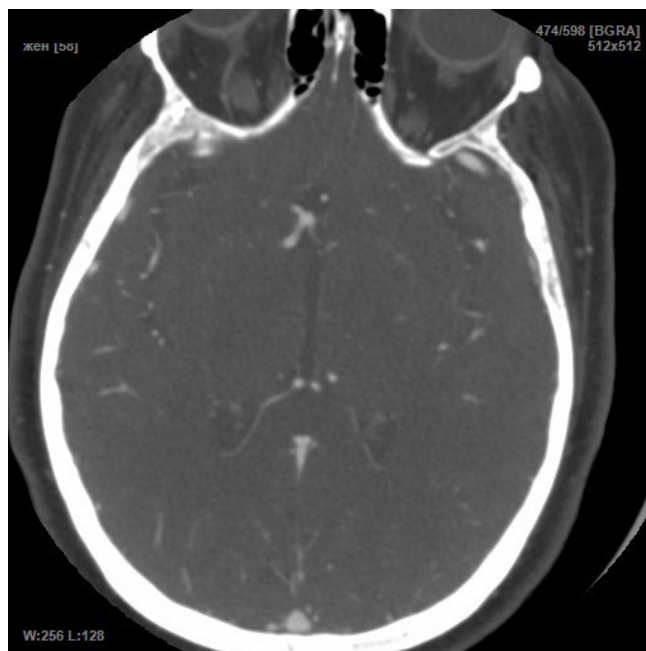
Аксиальная КТ-томограмма на уровне передних мозговых артерий. Передняя соединительная артерия аневризматически расширена
